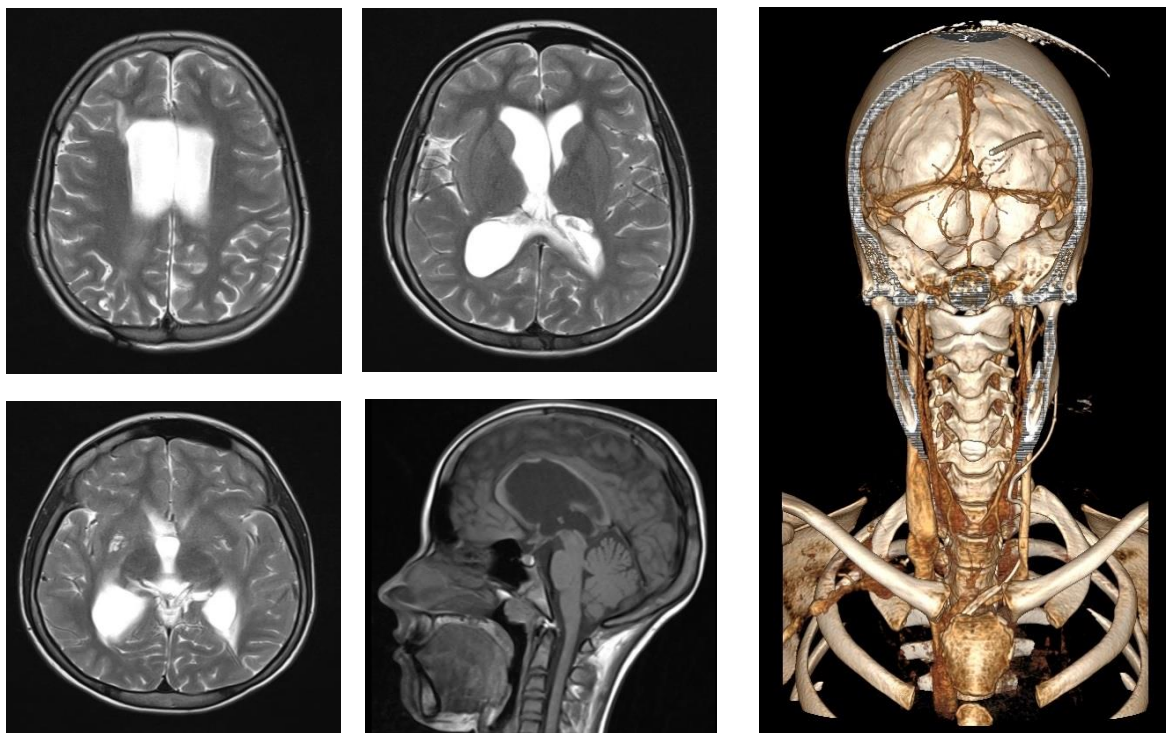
Больная П-ва Д.А., 13 лет, (И/б № 24031/С2018), д-з: Тривентрикулярная гидроцефалия. МРТ головного мозга (аксиальные и сагиттальный срез) и СКТ-венография. Заключение: выраженное расширение желудочковой системы, при сравнении с предыдущим исследованием — отрицательная динамика, топография венозных коллекторов головы и шеи сохранена
